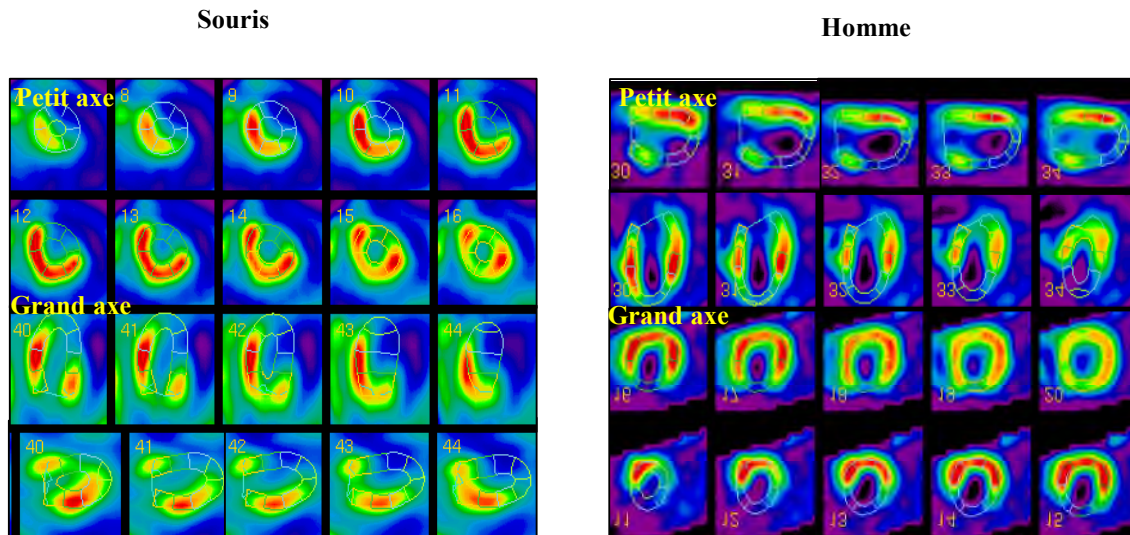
Exemple de la perfusion myocardique par analyse SPECT chez la souris et l’homme après infarctus. Les zones dans les couleurs froides (noir < bleu...) sont les zones de moindre perfusion et les zones de couleurs chaudes (vert < jaune < rouge) sont les régions qui présentent une bonne vascularisation.
